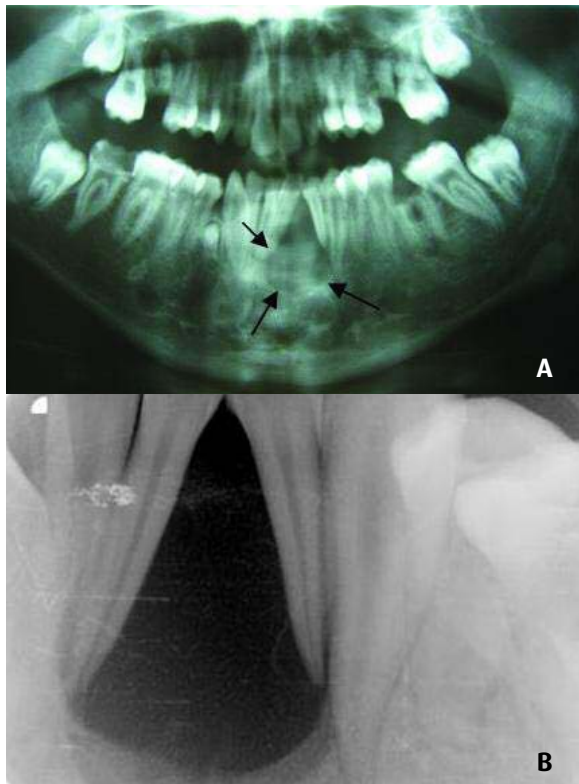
a) Ortopantomografia de um jovem de 18 anos, com imagem radiotransparente de um Tumor de células gigantes. Notar o afastamento radicular. b) Rx periapical da lesão
